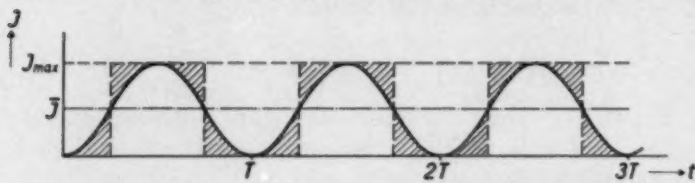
Idealisierter Intensitätsverlauf einer pulsierenden Röntgenstrahlung (bzw. Folienstrahlung). Ableitung der Energiebeziehung
